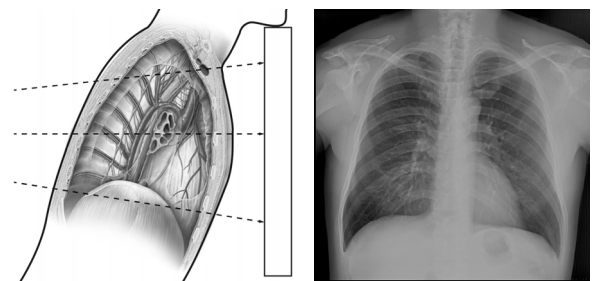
Poor positioning SCPA X-ray image(superior midcoronal plane tilted anteriorly)
